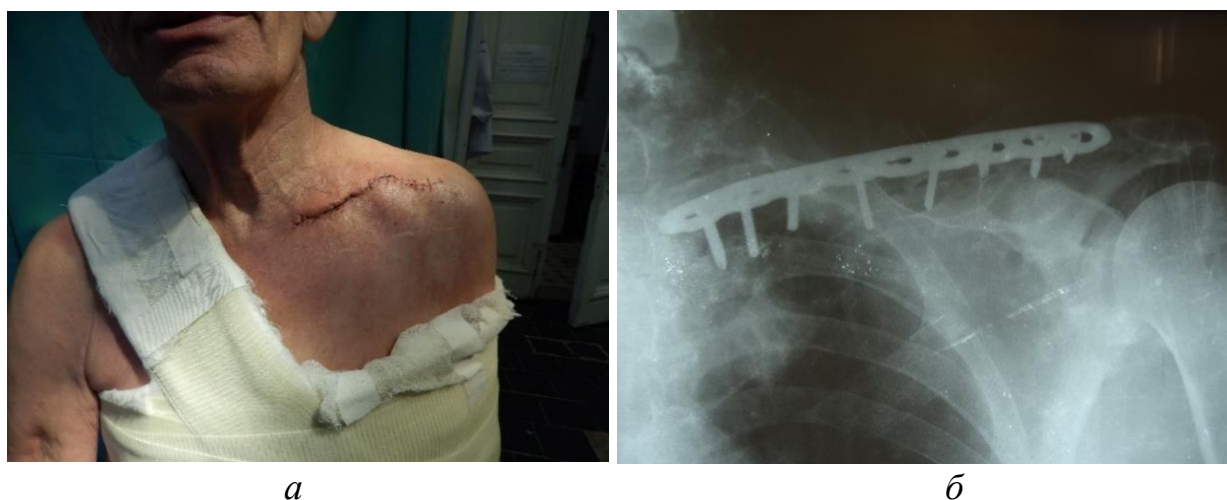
Вид пациента: *a* – рана в области левой ключицы зажила, конечность фиксирована; *б* – рентгенография левой ключицы.
